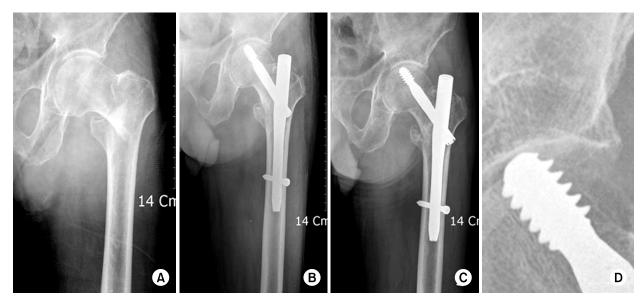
(A) Preoperative radiograph shows unstable intertrochanteric fracture of the femur. (B) Postoperative radiograph shows good reduction, but lag screw was being superior position. (C, D) Radiograph 13 months after operation showing a cut-out of the lag screw.
